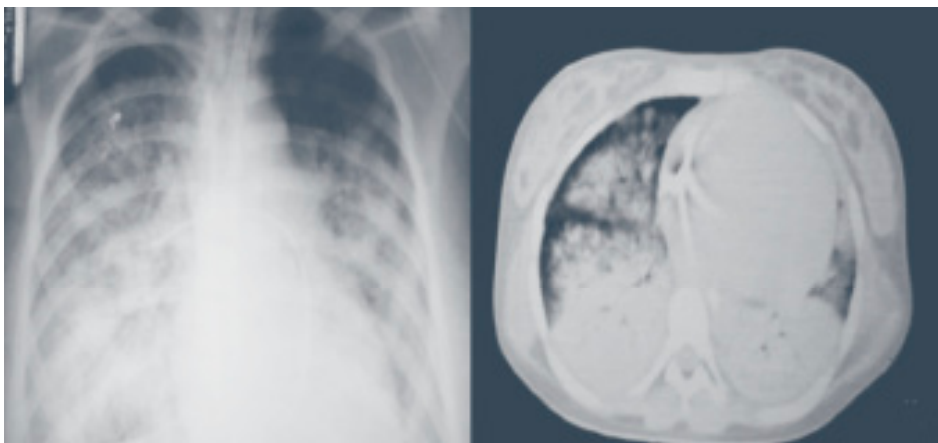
Radiografía de tórax y TAC de tórax en SIRA.
